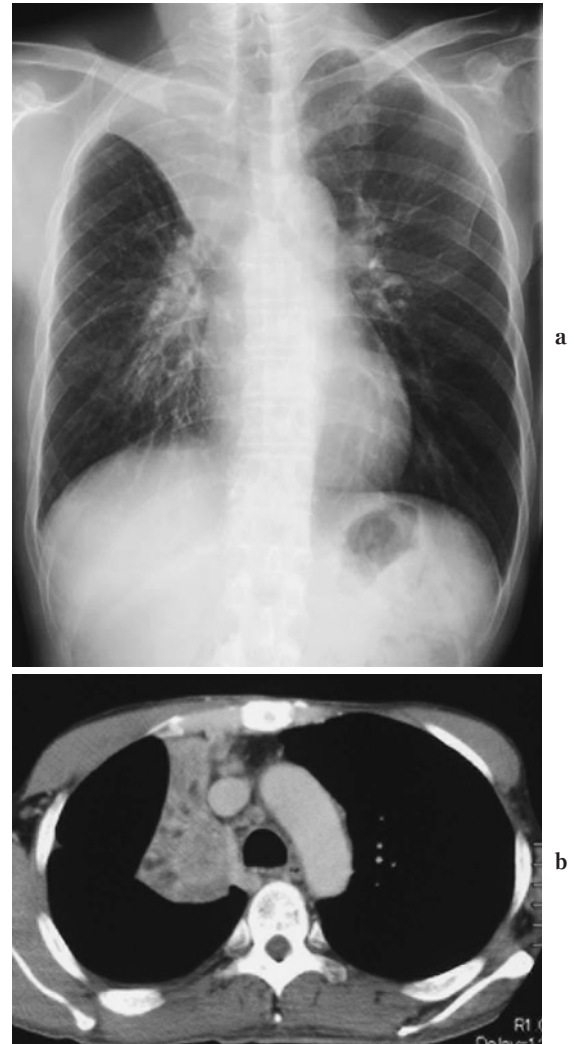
a: Chest radiograph on admission showing right upper lobe atelectasis. b: Chest CT on admission, showing a nodule in the collapsed right upper lobe and swelling of a paratracheal lymph node.
